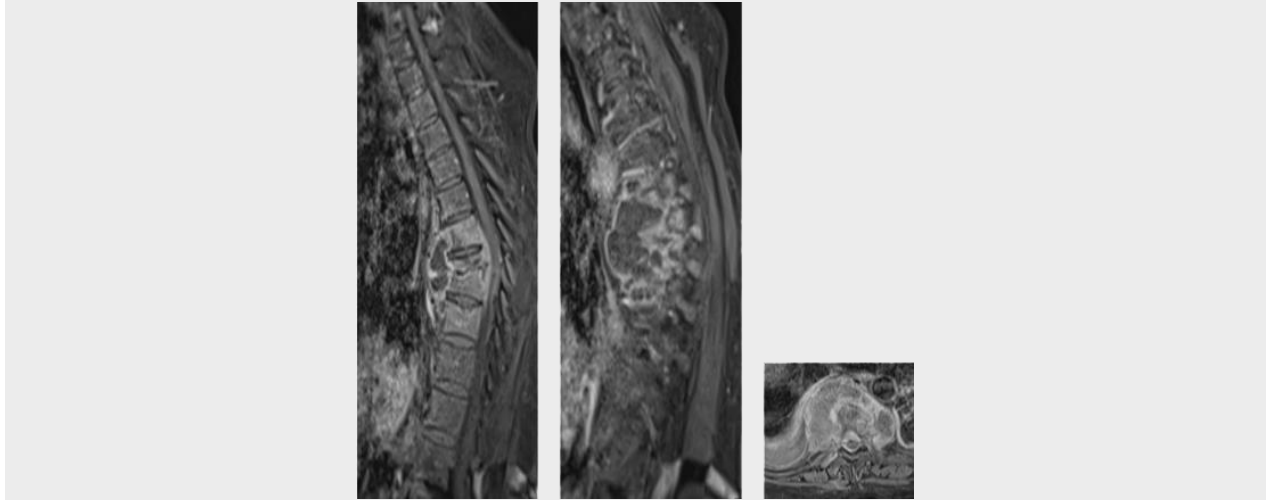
Resonancia magnética secuencia T1 con contraste
